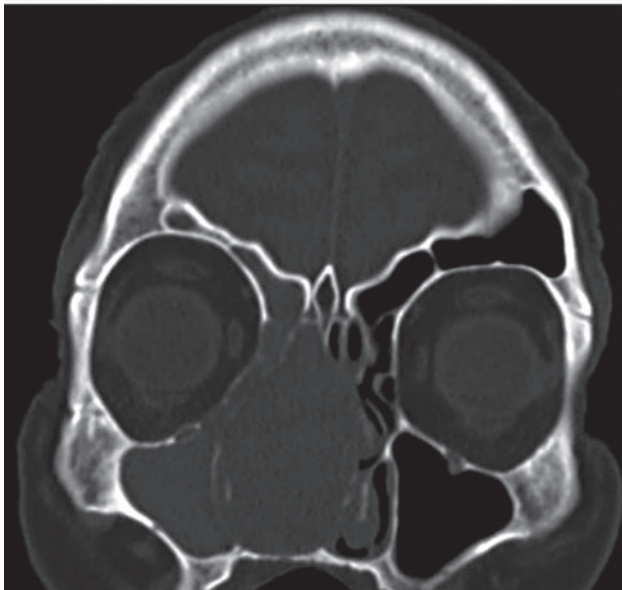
Imágenes de la TAC en planos axial y coronal previas a la cirugía que muestran la integridad de la periorbita y de la base del cráneo.
